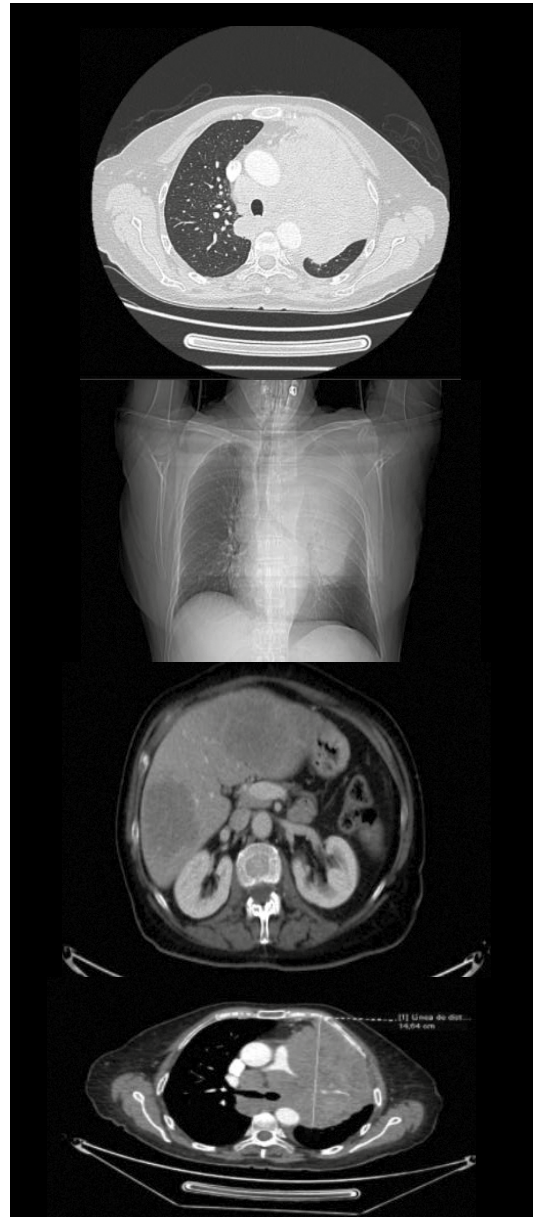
Imágenes del TAC-TAP realizado al diagnóstico de la paciente donde evidencia enfermedad pulmonar voluminosa y con enfermedad extendida extratorácica (metástasis hepáticas).
